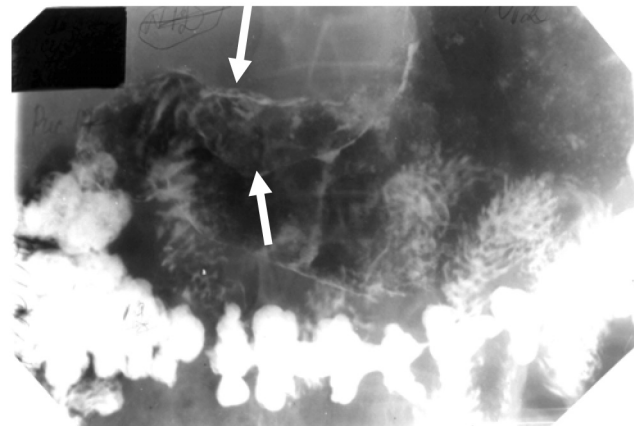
Прицельна рентгенограмма нижньої треті тела і антрального відділа желудка, по малій кривизні бластоматозний інфільтрат більше 3 см.
